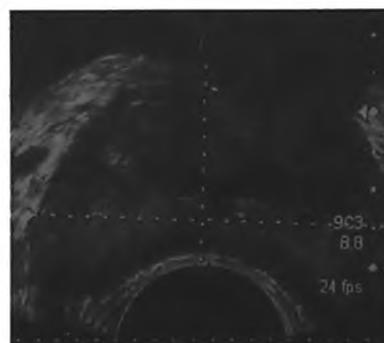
Ультрасонограмма больного ДГПЖ после открытой чреспузырной простатэктомии. ТРУЗИ.
